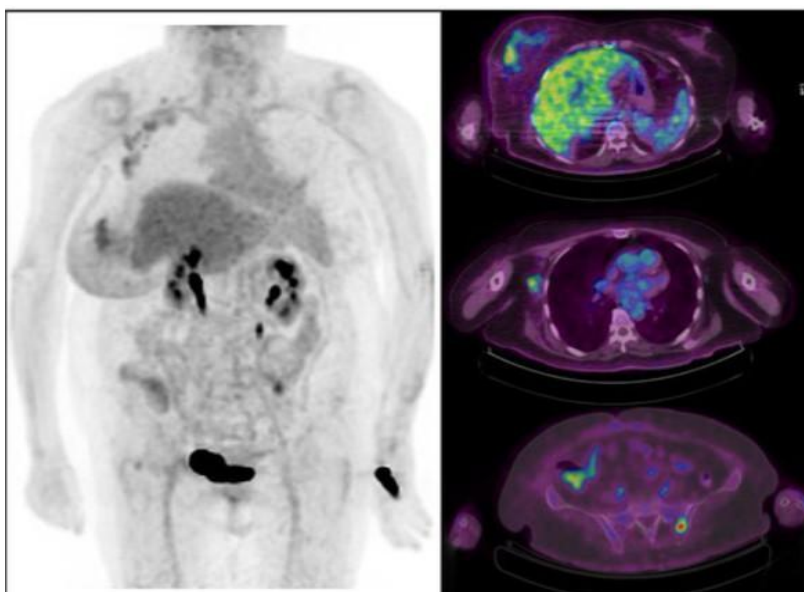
Paciente feminina de 67 anos de idade com IDC triplo negativo em estágio clínico IIIB da mama direita, apresentou foco hipermetabólico ósseo no íliaco esquerdo (SUV máx., 5,6) sem correlação na TC de baixa dose para a análise de PET/TC. A biópsia confirmou metástase óssea, e a paciente foi reestadiada para o estágio IV.
